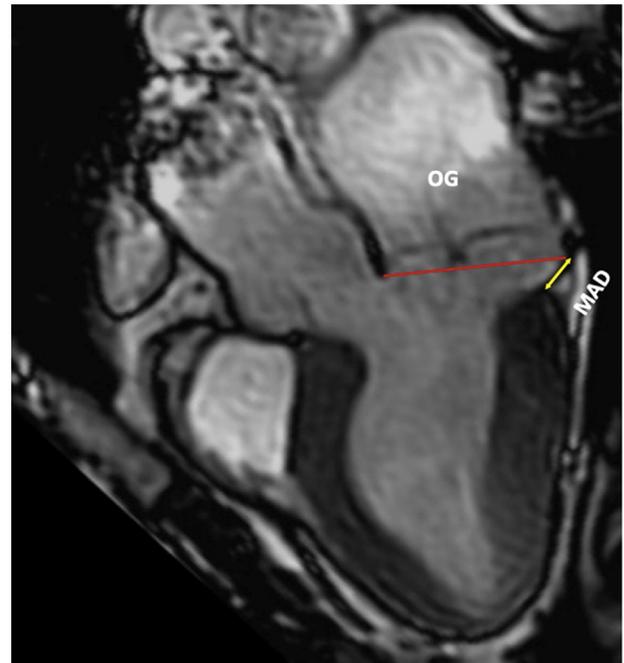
IRM myocardique en coupe sagittale 3 cavités, en fin de systole, faisant apparaître le même prolapsus mitral bivalvulaire avec disjonction annulaire mitrale (MAD).
